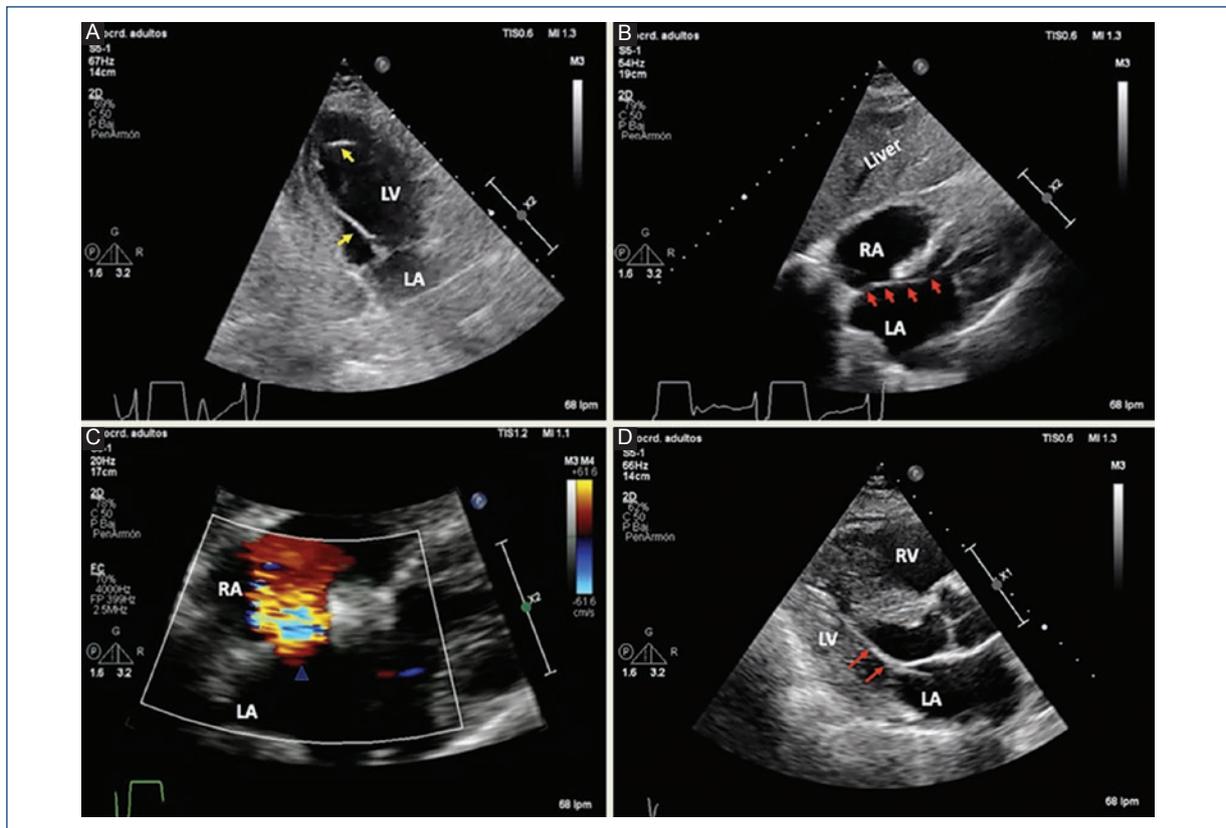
A: apical 2 chamber view: TTP lead forming a loop in the left ventricle apex (yellow arrow). B: subcostal 4 chamber view: TTP lead crossing through a PFO (red arrow). C: subcostal 4 chamber view: color Doppler at the interatrial septum (blue arrowhead). D: parasternal long-axis view: TTP lead in the left ventricle (red arrow). LA: left atria, LV: left ventricle, RA: right atria, RV: right ventricle.
